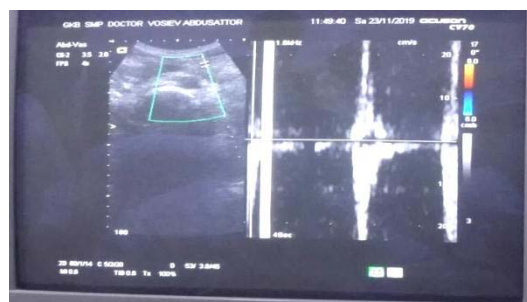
Узи-доплер в стандартном В-режиме, в режиме цветного доплеровского картирования при скоплении жидкости в полости малого сальника
